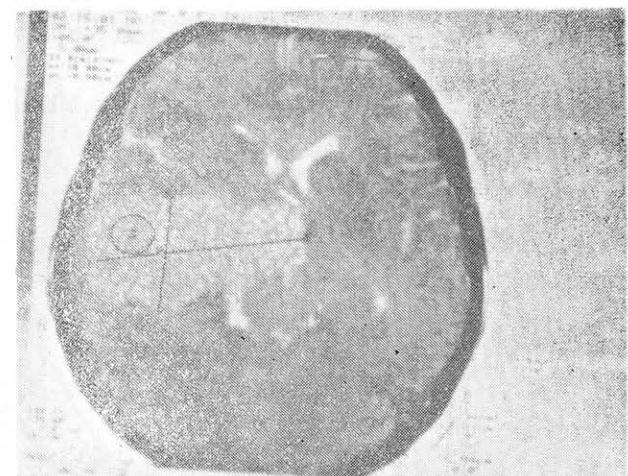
Томограмма больной Т., 17 лет. Видна опухоль различной плотности, обусловленной самим узлом и кистозно измененной частью. Краниофарингиома.
